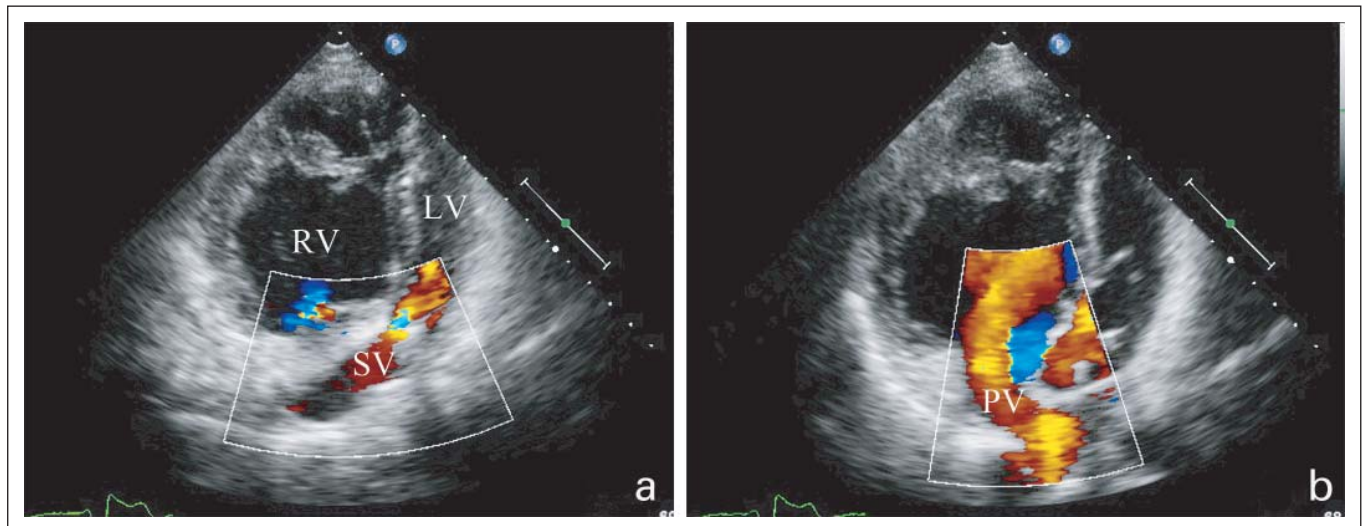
(a): Transthorakale Echokardiographie mit Darstellung des systemvenösen Atriums (SV) mit Fluss in den LV; (b): Pulmonalvenöses Atrium (PV) mit Fluss in den RV.
